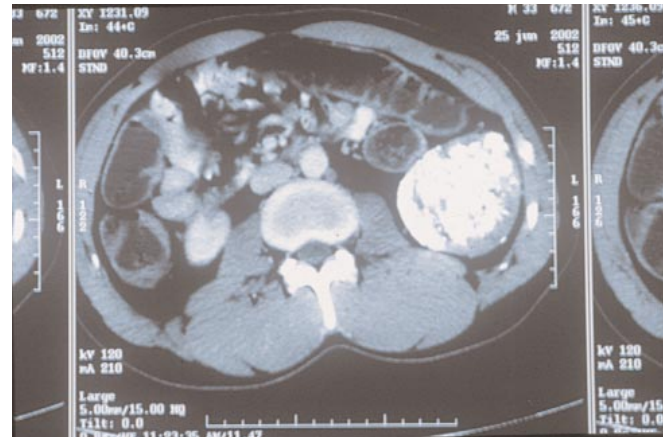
TAC Abdominal en la cual se observa una lesión densa (osificada), bien delimitada y sin relación con huesos vecinos.
